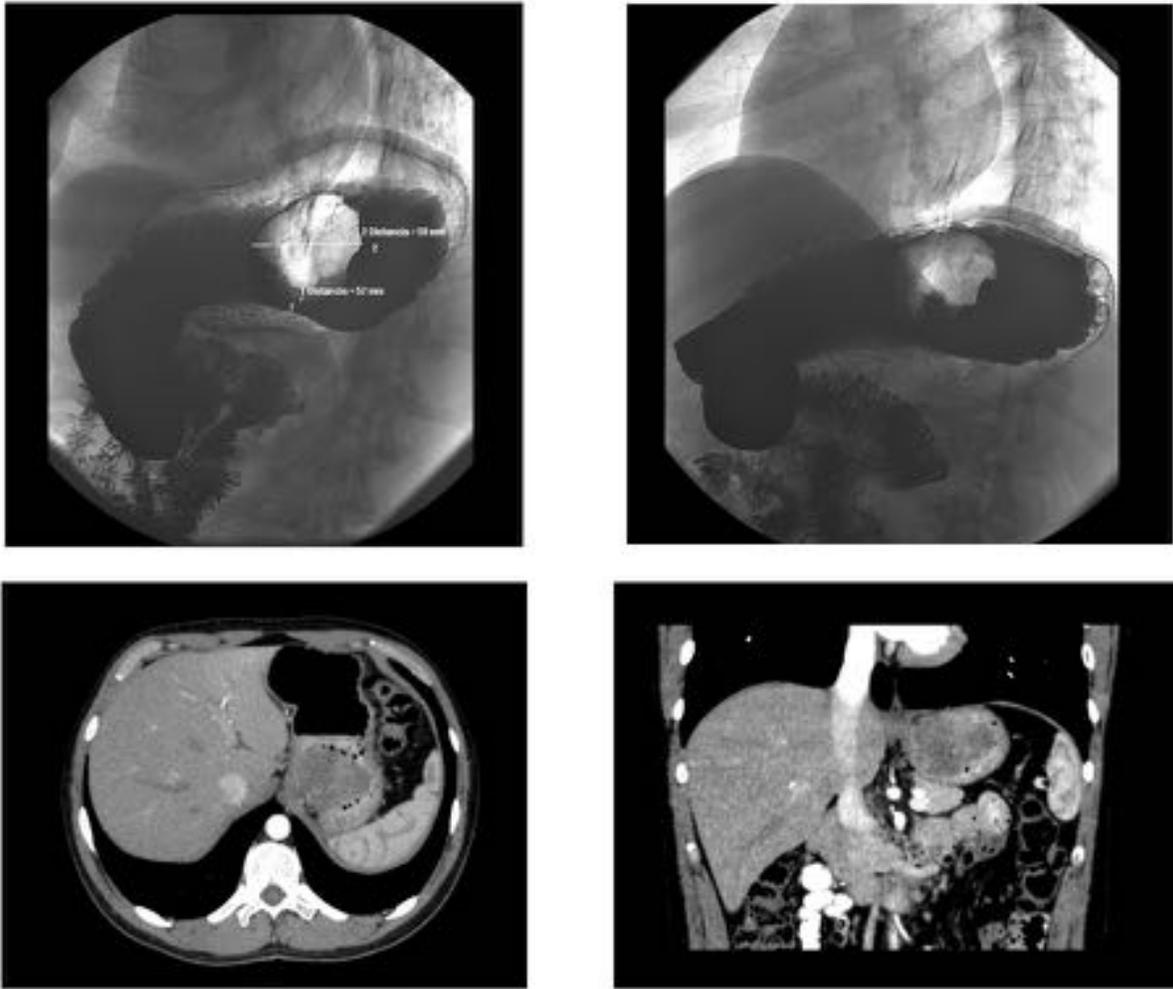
Estudio gastroduodenal identificando un defecto de repleción en fundus gástrico. Posteriormente se realiza una TC de abdomen con CIV identificando una masa que parece depender de la curvatura menor gástrica de bordes definidos y con importante crecimiento endoluminal compatible con GIST gástrico.
